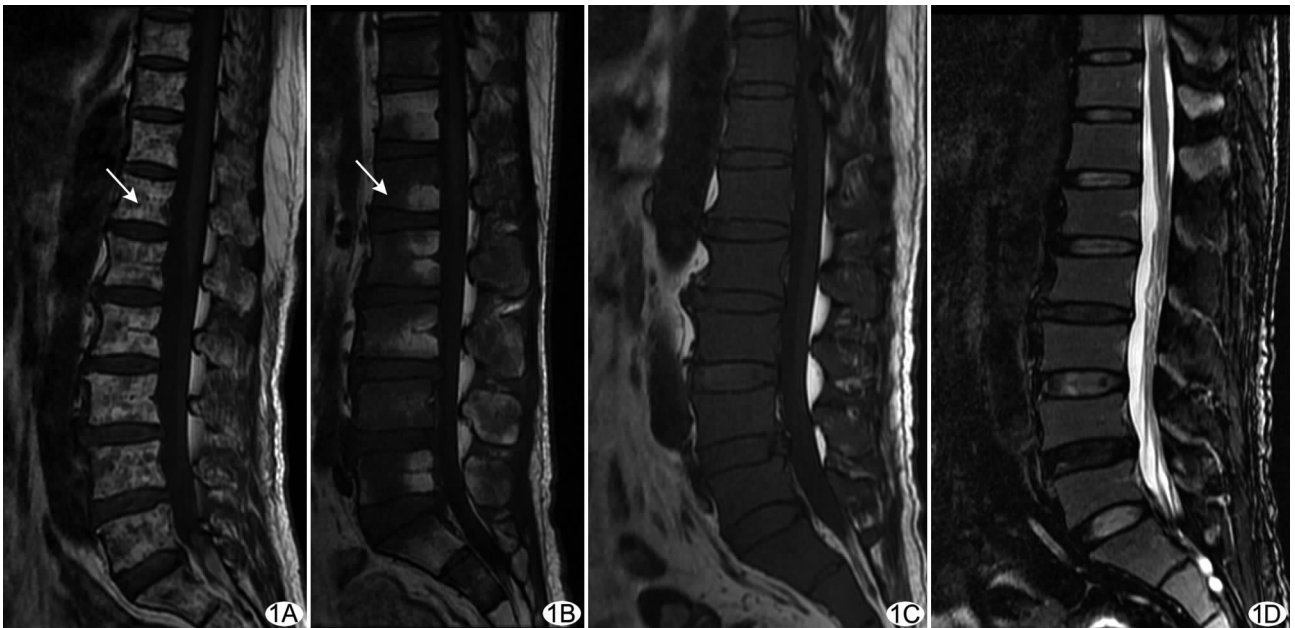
腰椎骨髓 MRI 表现 A. Ⅰ级,SE T1WI 示高信号背景下多发小结节状浸润灶(箭); B. Ⅱ级,SE T1WI 示高信号多发斑片状浸润灶,较 A 所示病灶范围明显增大(箭); C. Ⅲ级,SE T1WI 示病灶呈弥漫性浸润,骨髓信号明显降低; D. Ⅲ级,脂肪抑制 T2WI 示病灶呈稍高信号
